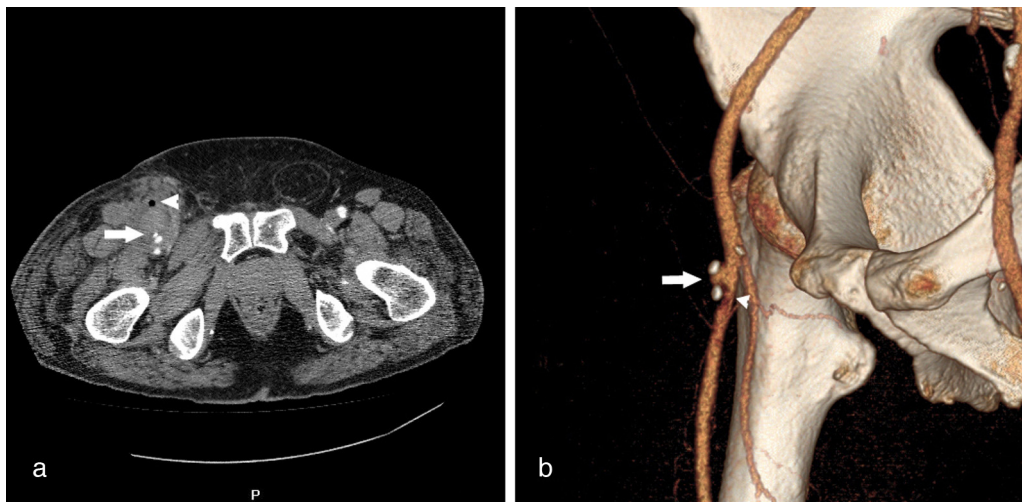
Estudio angio-TC abdomino-pélvico. a) Corte axial en el que se identifica la arteria femoral superficial derecha con un pseudoaneurisma parcialmente trombosado (flecha) y pequeña burbuja aérea, tras inyección de trombina (punta de flecha). b) 3D VR que muestra la localización de los dos dispositivos de cierre vascular StarClose® en la arteria femoral superficial derecha (flecha) y la estenosis crítica de la misma (punta de flecha).
